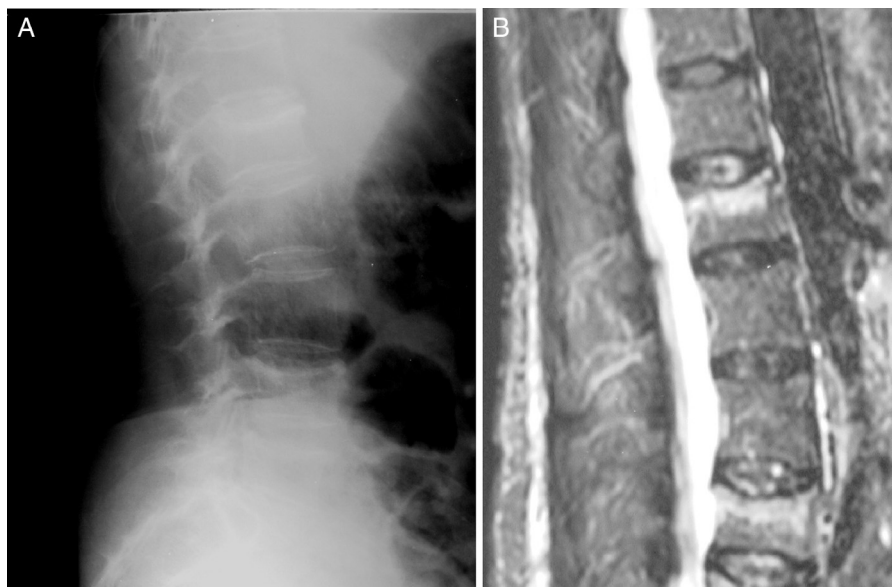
Pré-operatório: (A) radiografia em perfil da coluna com fratura por compressão leve do platô superior de vértebra lombar L1 e L4. (B) corte sagital de RNM com hipersinal na sequência STIR em L1 e L4.
